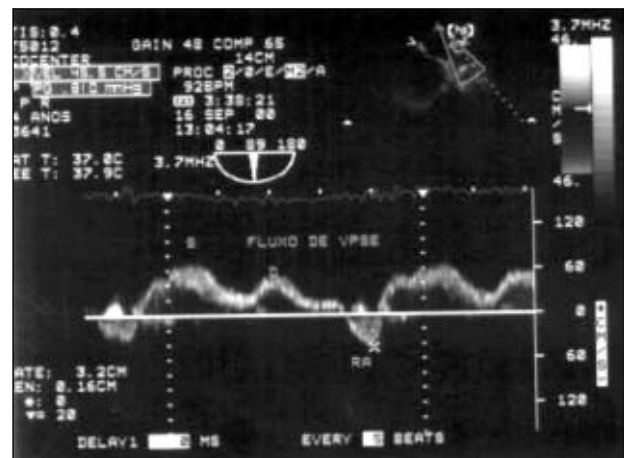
Fluxo de veia pulmonar superior esquerda obtido ao Doppler ecocardiograma transesofágico, evidenciando dois picos anterógrados (sistólico e diastólico), seguidos do reverso atrial. VPSE - veia pulmonar superior esquerda; S - pico sistólico; D - pico diastólico; RA - reverso atrial.
